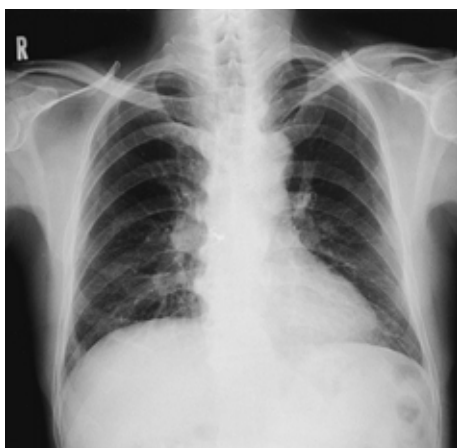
Chest X-ray film showing ground-glass shadows in the lower fields of both lungs.
